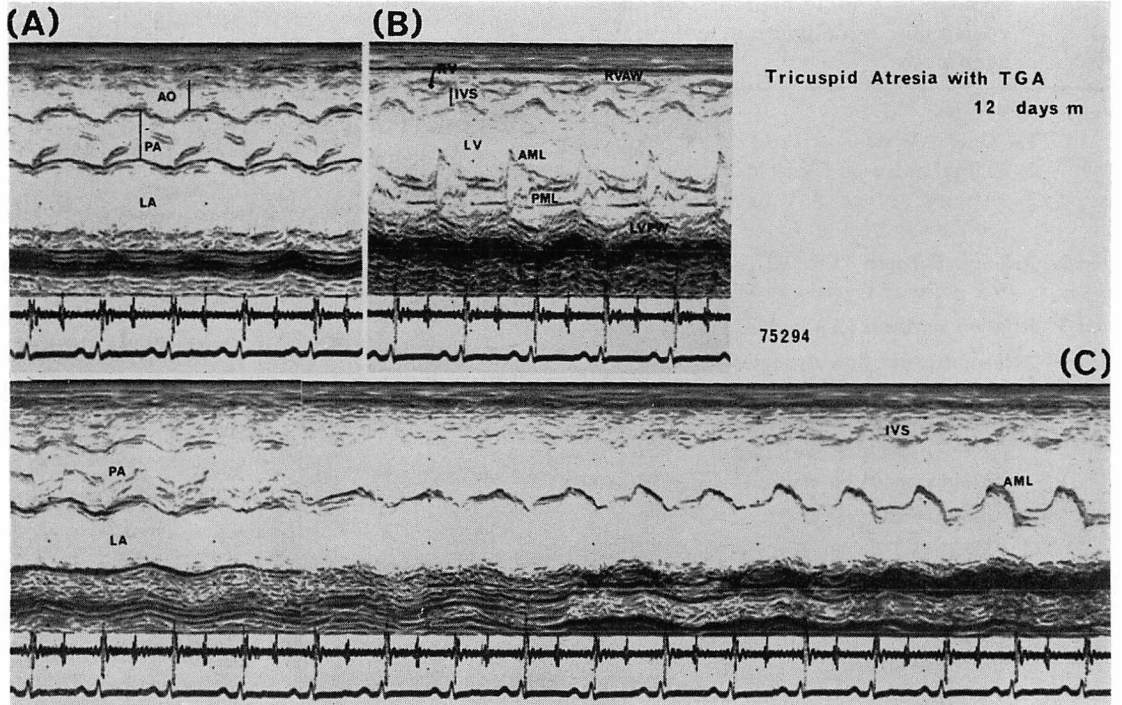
Echocardiogram of 12 day-old infant with tricuspid atresia with TGA.
